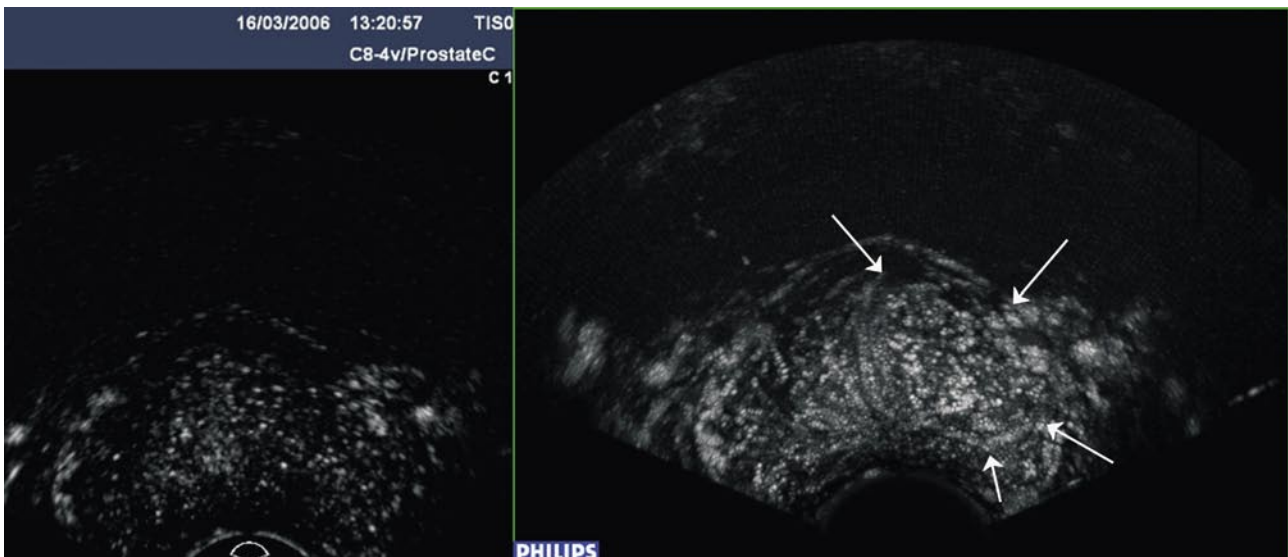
Ultrasonografía con contraste mediante técnicas específicas (izqda.) y mediante imagen microvascular (dcha.) donde se aprecia un área inhomogénea en el lóbulo izquierdo de la próstata con irregularidad de la cápsula.
